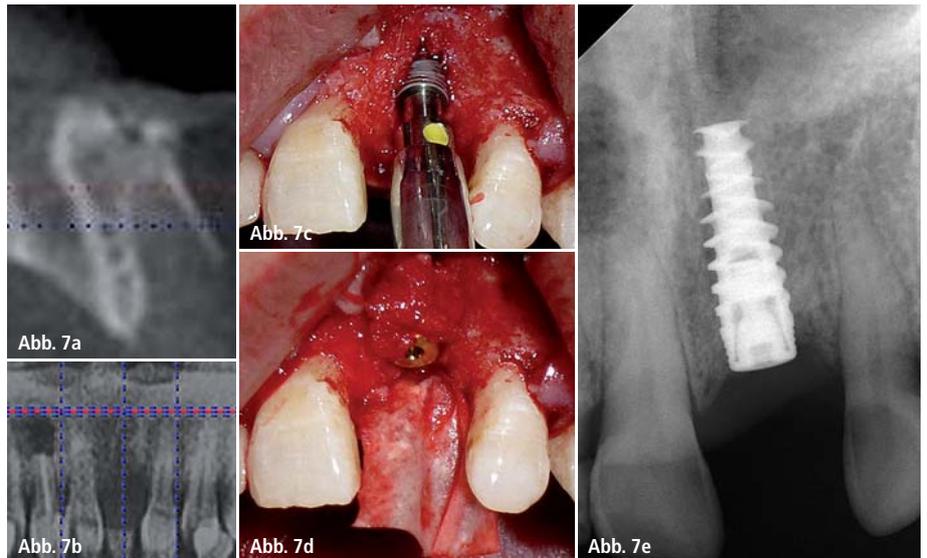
Verzögerte Sofortimplantation Regio 21 (Draenert); a und b) Leere Alveole mit vestibulärem Knochendefekt Regio 21, vier Wochen post extractionem; c) 3-D-Implantatinserion mittels Spezialschraubers NobelActive Regio 21; d) Implantation hinter dem knöchernen Envelope mit partikulärer autologer Knochenaugmentation nach GBR-Technik vor Verschluss und Membrananpassung; e) Postoperative Röntgenkontrolle nach Implantation Regio 21 (NobelActive).
